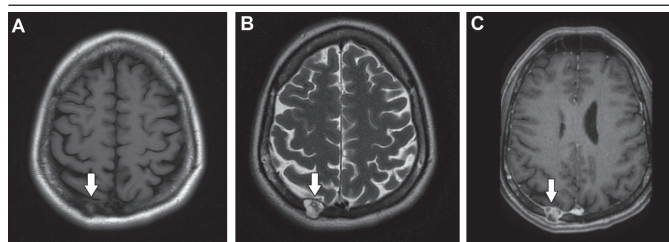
A) RM no corte axial na sequência ponderada em T1 demonstrando lesão com sinal heterogêneo, predominantemente baixo, contornos regulares e bem definidos (seta branca); B) RM no corte axial na sequência ponderada em T2 demonstrando lesão com sinal heterogêneo, predominantemente alto, contornos regulares e bem definidos (seta branca); C) RM no corte axial na sequência ponderada em T1, após administração de contraste, demonstrando lesão com sinal heterogêneo, predominantemente baixo, e importante realce pelo contraste (seta branca)
